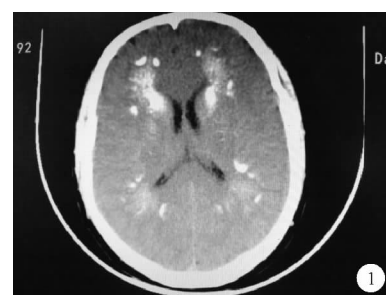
2019 年 8 月 28 日患者头颅 CT 检查结果
